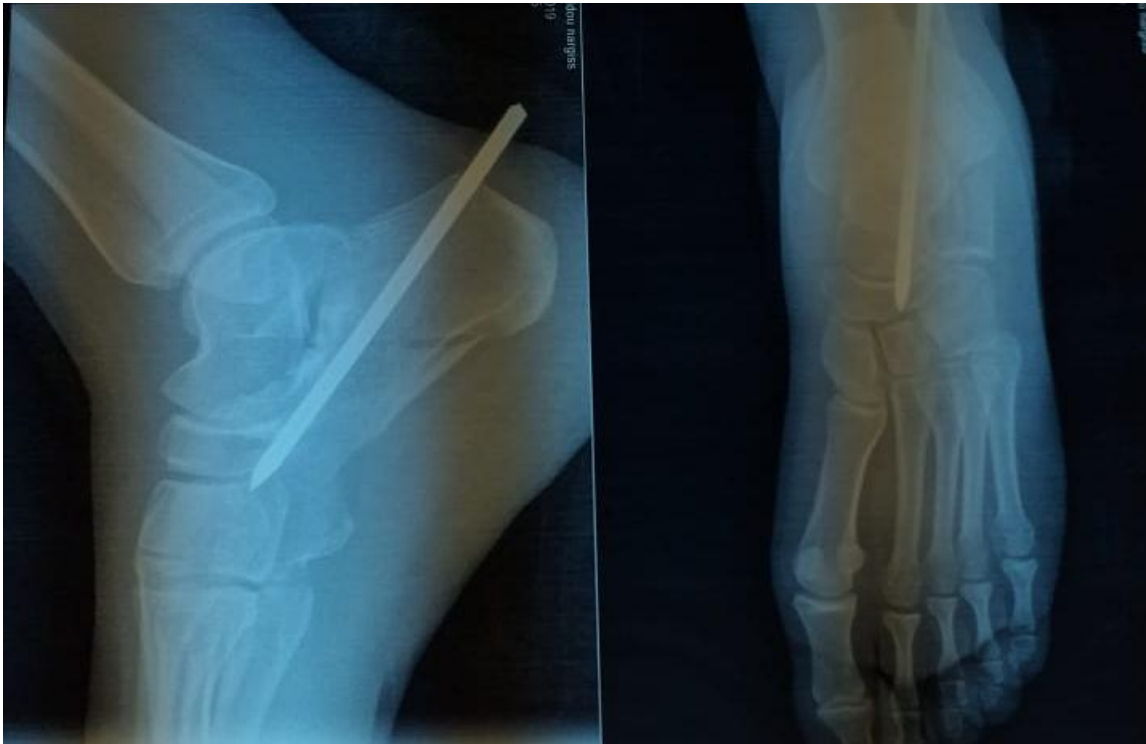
Radiographie de face et profil montrant le traitement chirurgical par enclouage (Hôpital Hassan II de Fès)
